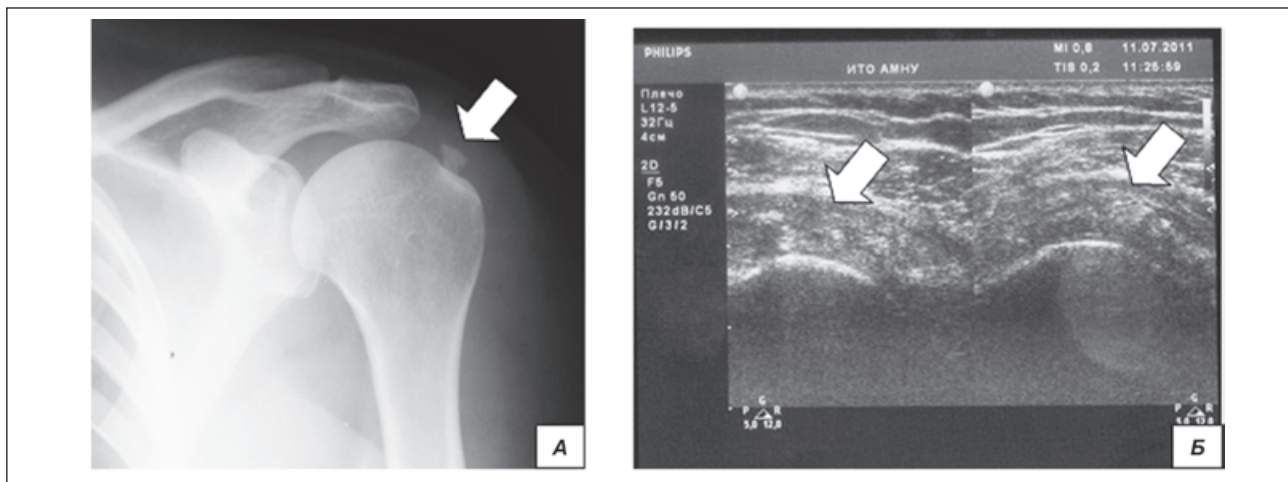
Рентгенологічні (А) та ультразвукові (Б) ознаки кальцинату в сухожилку надостового м'яза плеча
